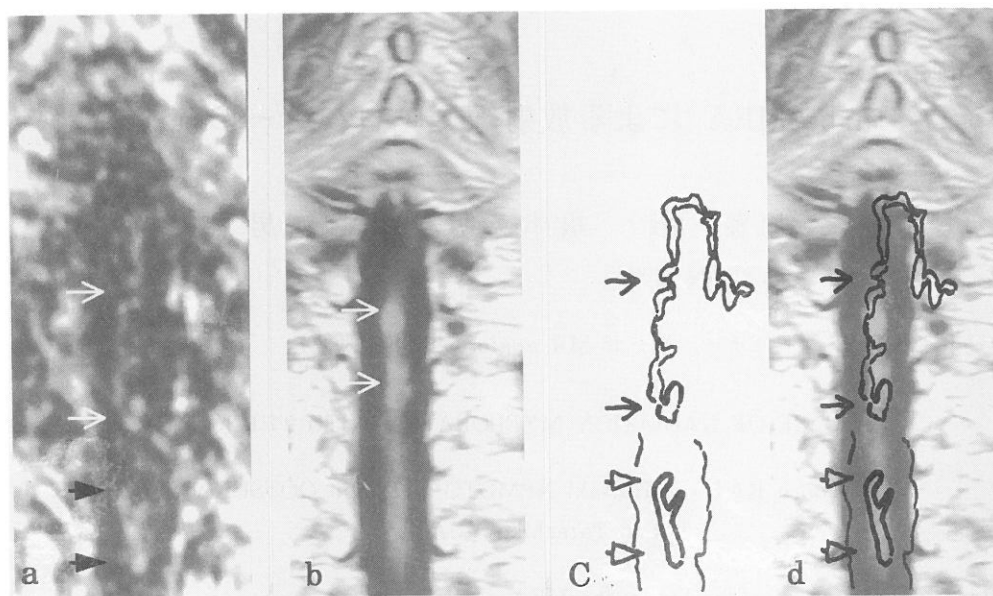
MR images obtained in September, 2001
